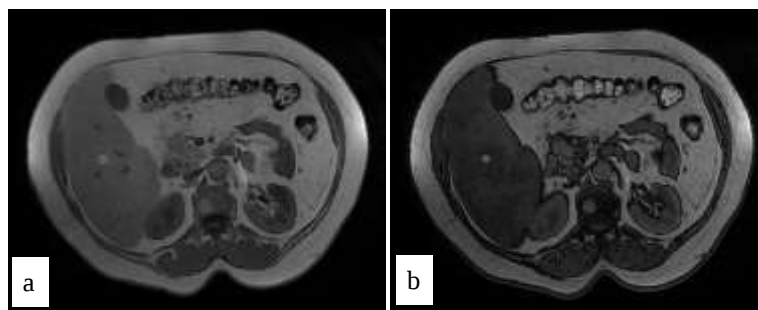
IRM hépatique en séquence de déplacement chimique en phase (a) et en opposition de phase (b). Absence de chute de l'hyper signal lésionnel entre la séquence en phase et en opposition de phase témoignant de la présence de graisse exclusivement extra-cellulaire (même comportement que la graisse sous cutanée et péritonéale).
